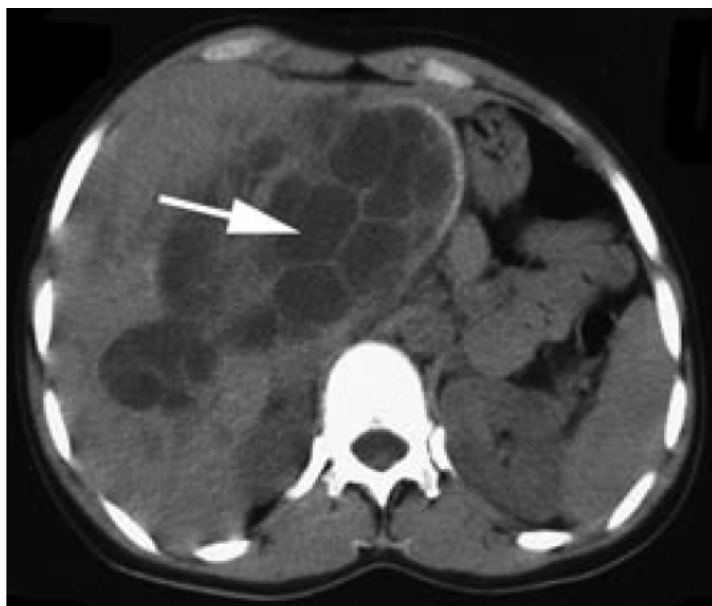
TDM abdominale, gros kyste hydatique central du foie multivésiculaire [42].
